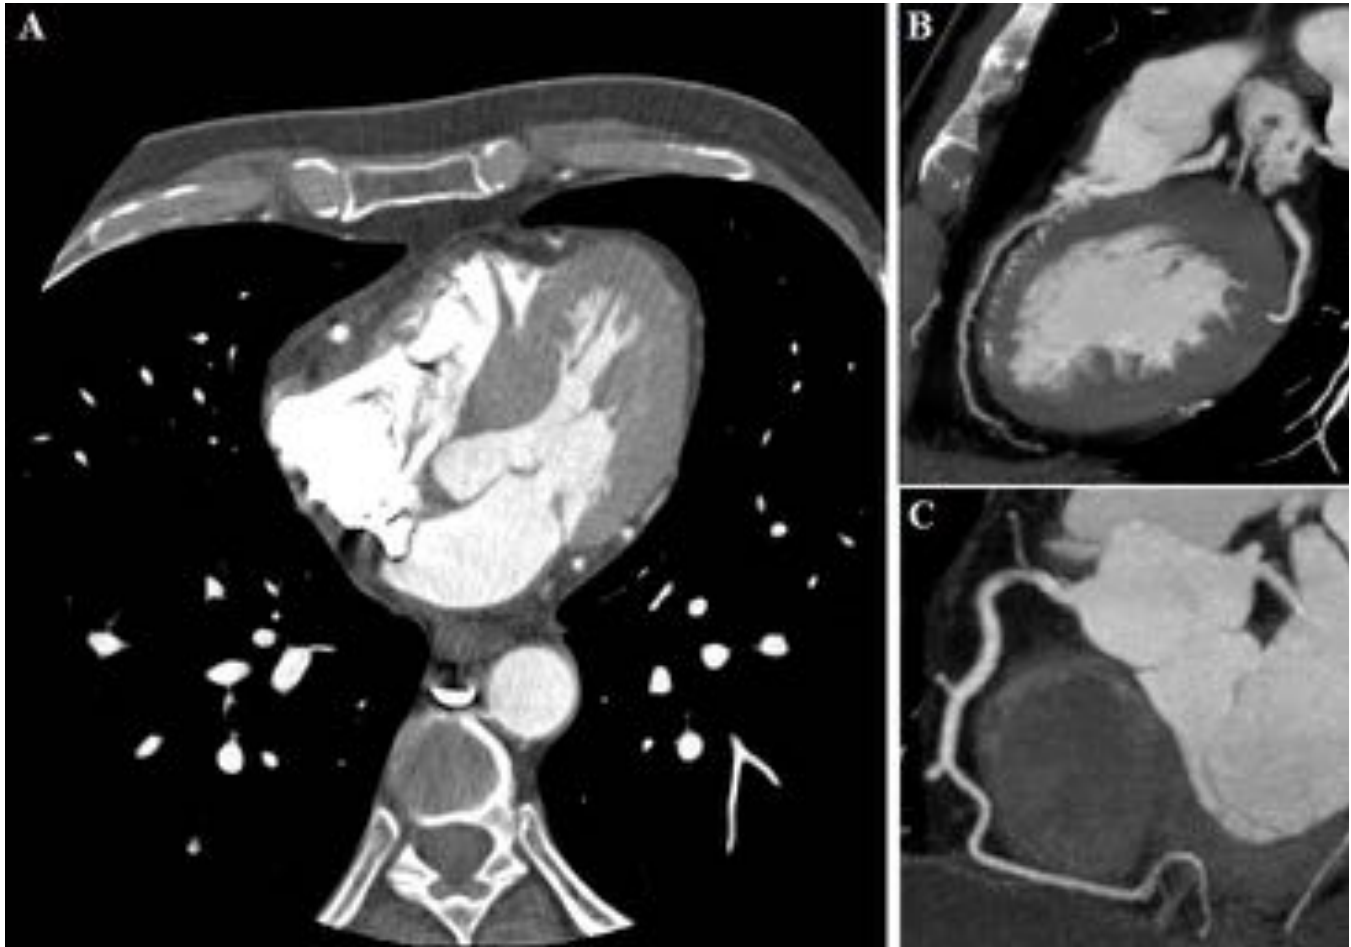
Típicas imágenes de TC Coronariografía, mostrando el plano 4-cámaras (A), la arteria Descendente Anterior (B) y la arteria Coronaria Derecha (C), que no presentan placas de ateroma.
